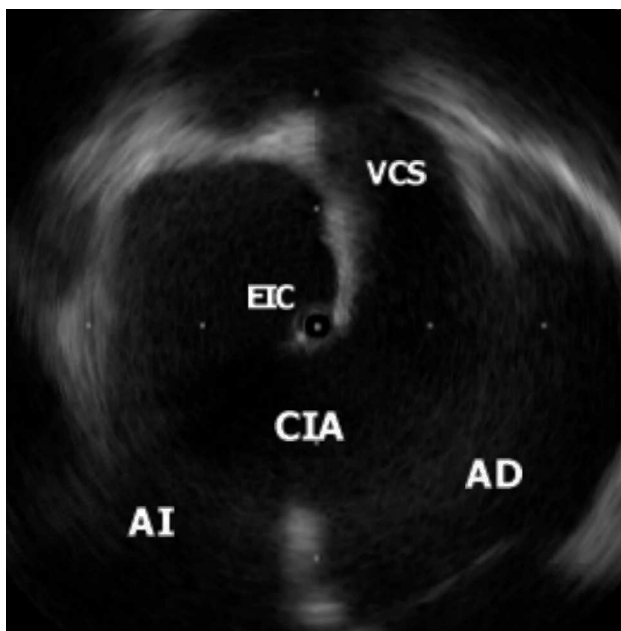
El extremo del catéter de ecocardiografía intracardiaca (EIC) se encuentra en la aurícula izquierda (AI) a través de una gran comunicación interauricular (CIA) tipo ostium secundum. Se observa la entrada de la vena cava superior (VCS) en la aurícula derecha (AD).
